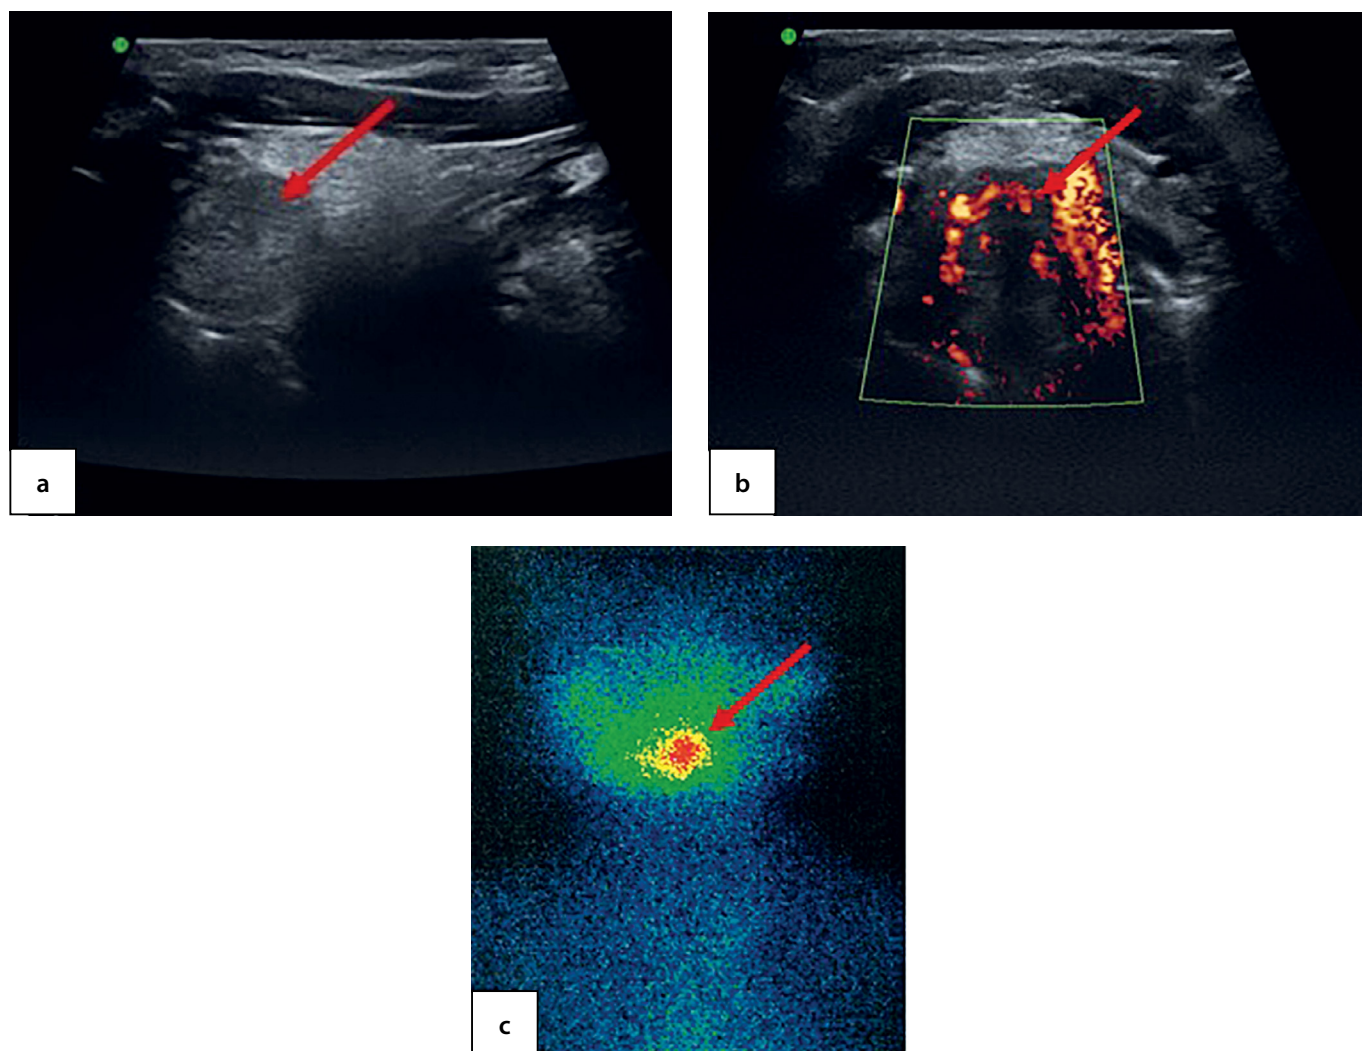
Эктопированная ткань ЩЖ в корень языка у пациентки 7,5 года по данным: УЗИ в продольной (а) и поперечной проекции с применением ЭДК (b) и сцинтиграфии с ^{99m}Tc-пертехнетатом в планарном режиме (с).
